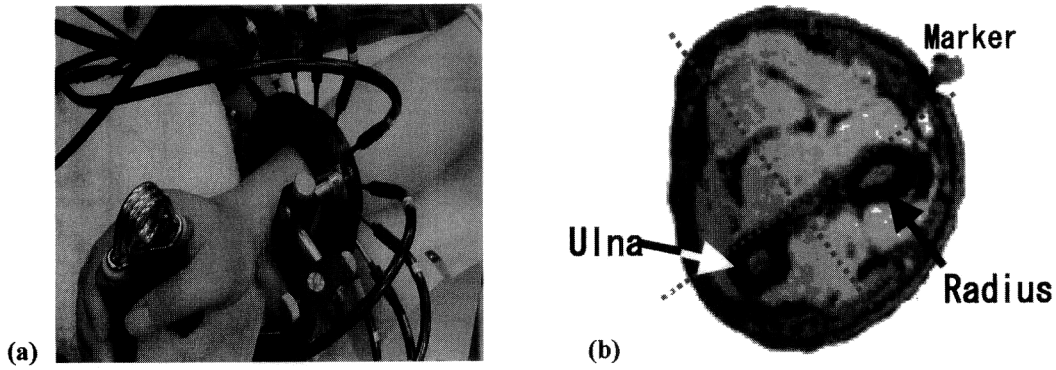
前腕の拡散光トモグラフィーによる再構成画像。(a) 測定の様子 (16 本の入射・検出ファイバーを使用), (b) 測定部前腕の MRI 画像, (c) 安静状態および運動負荷状態の 3 波長に対する μ_a および μ_s' の再構成画像, (d) 3 波長の μ_a 画像から得られた血液状態に関する負荷と安静状態の差の画像。(カラー口絵参照)
